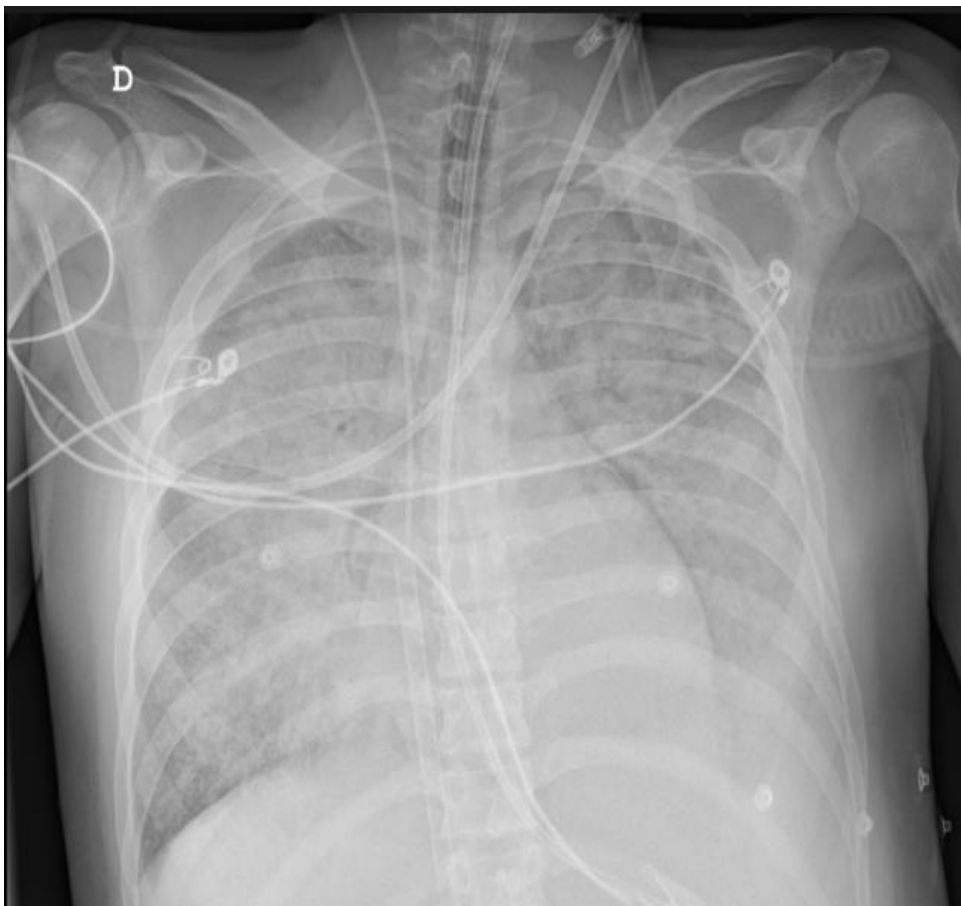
Radiografía de tórax del paciente el día de ingreso en la unidad coronaria. Se puede observar un edema agudo de pulmón, la presencia de la cánula venosa del ECMO y una vía central yugular derecha.
